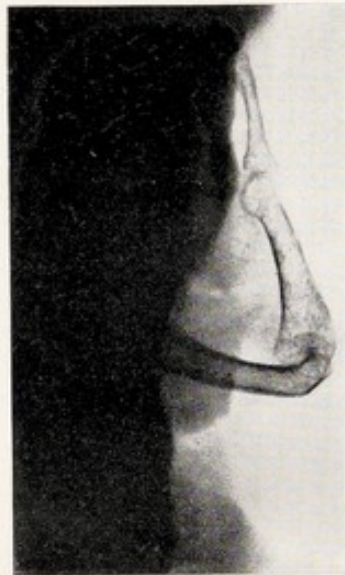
Röntgenbild nach der Plastik.
